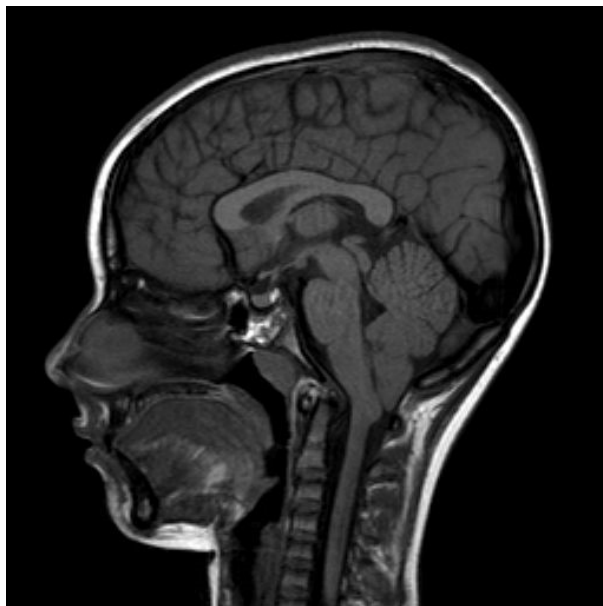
Atlante di riferimento per la registrazione delle MRI.
